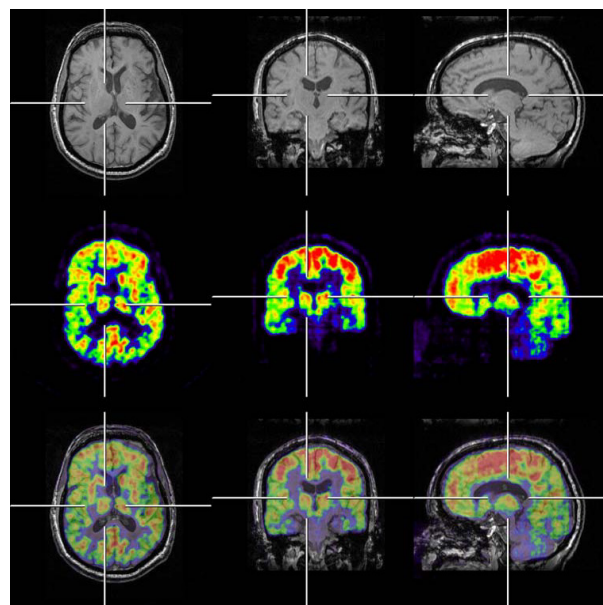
PET-MR imaging with BrainPET system in a volunteer. Three representative orthogonal slices demonstrate (upper row) the alignment of anatomic (3-D T1-weighted MRI), (middle row) metabolic images (^{18}F -FDG-PET), and (lower row) fusion imaged PET-MR.¹⁹
